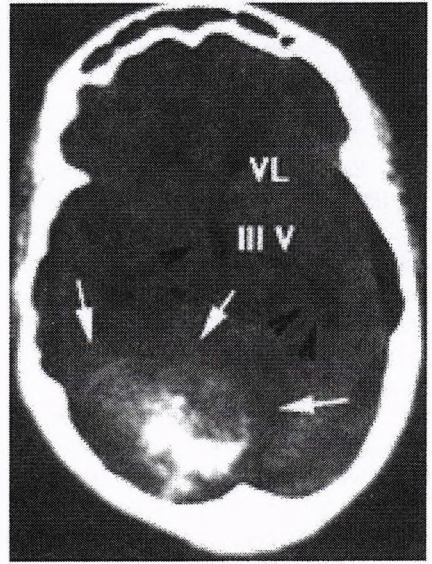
Corresponde a una TAC de un meningioma del tentorio, que se expande, ocupando la fosa craneal posterior. La masa (flechas blancas) es hiperdensa, redondeada, bien definida y capta con intensidad el contraste. En su interior pueden observarse algunas calcificaciones. La flecha negra indica el desplazamiento del III ventrículo hacia el lado contrario, y las dos flechas negras el del ventrículo lateral (cuerno temporal). III V= tercer ventrículo. VL= ventrículo lateral (asta frontal).
